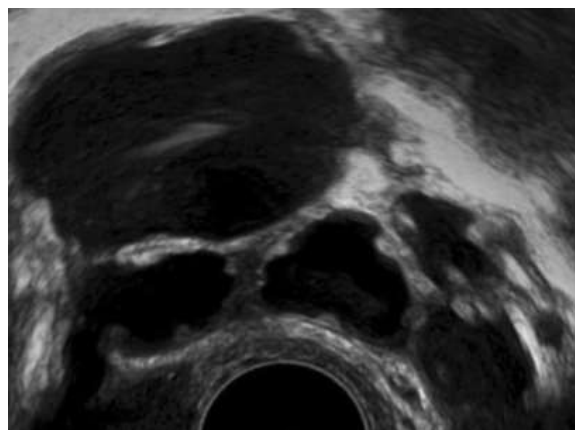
aspect échographique de la roue dentée (d'après [65])
